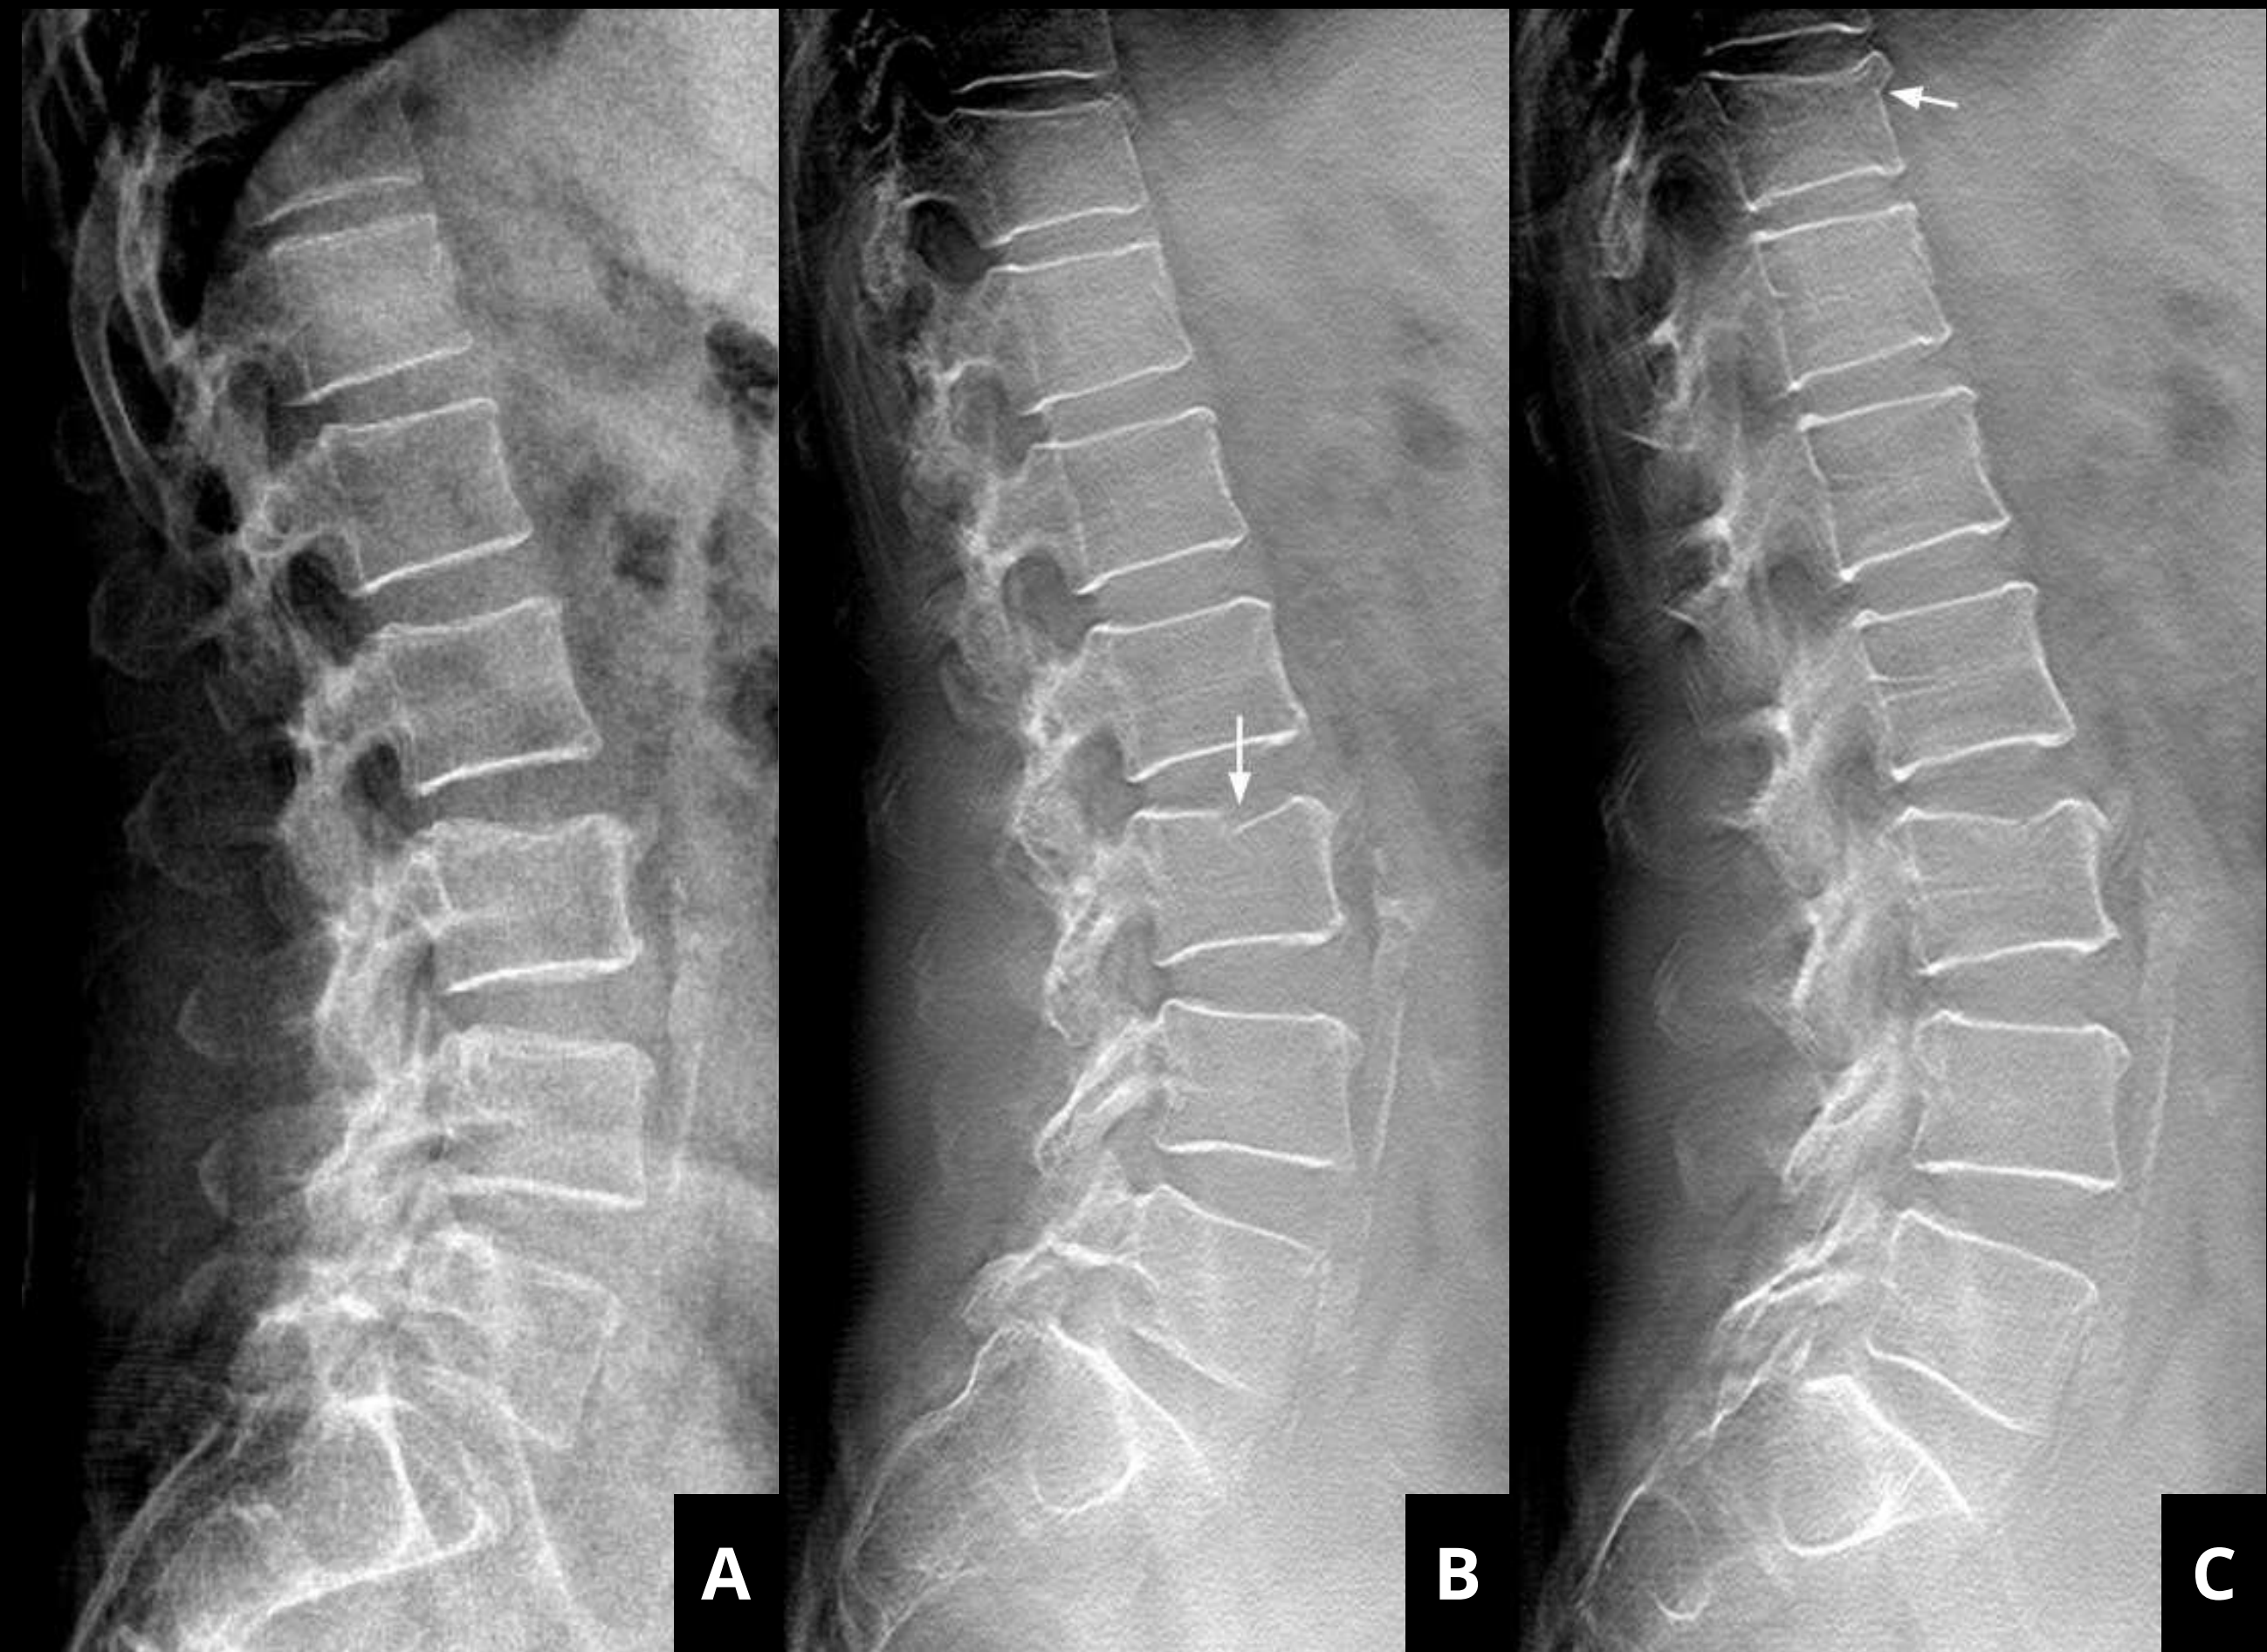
Radiografía simple (A) y tomosíntesis (B, C) de la columna lumbar en proyección lateral. Líneas radiolúcidas dentro de los cuerpos vertebrales de T11 y L3 (flechas blancas), compatibles con fracturas agudas.
